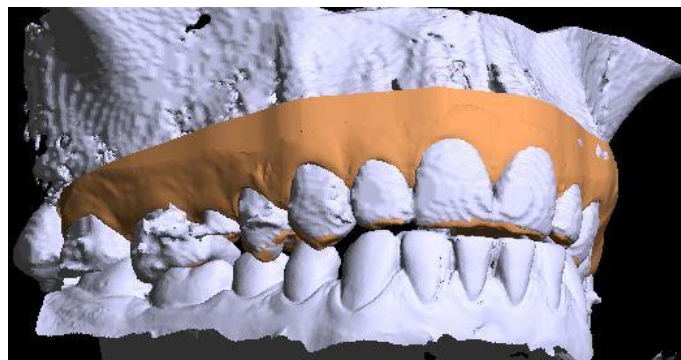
Сопоставление компьютерной томографии и внутриротового сканирования (программа Implant Assistant, Россия)
